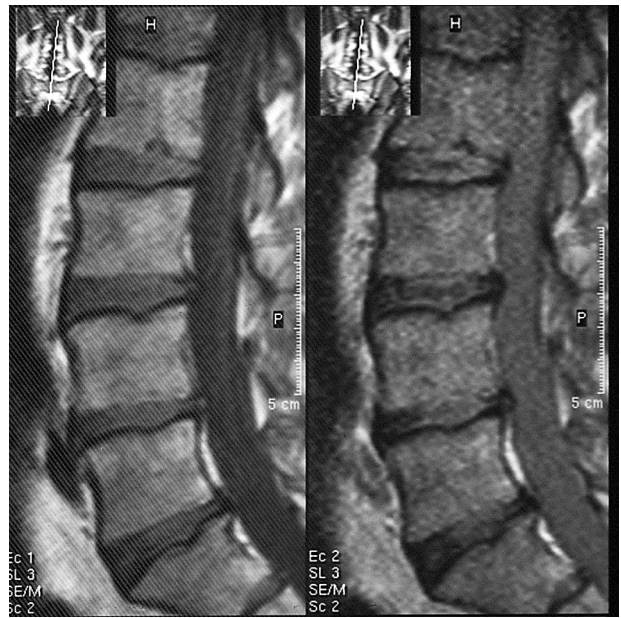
МРТ того же больного в сагиттальной проекции. Признаков грыжи нет
